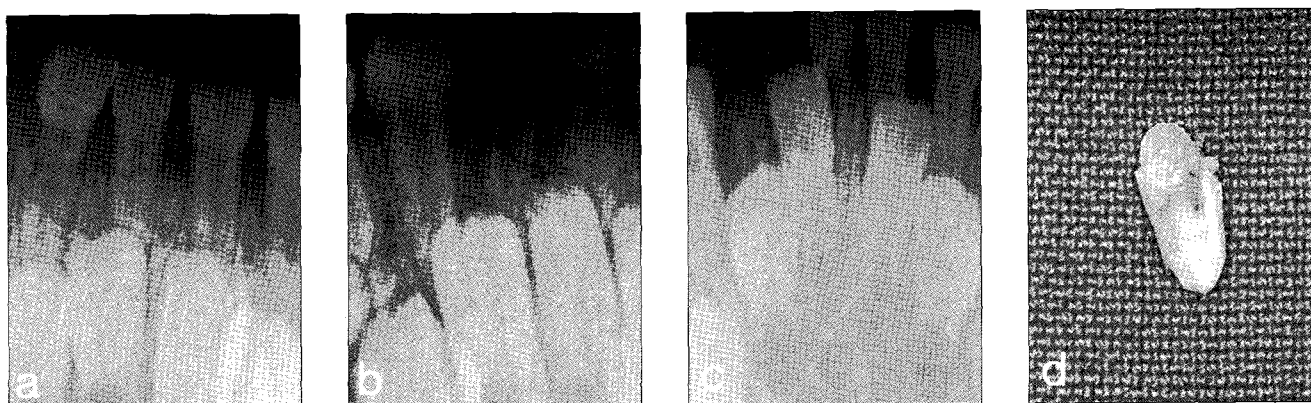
A serial radiographic findings of root-fractured mandibular primary lateral incisor, a. at first visit, b. 2 months after trauma with intentionally retained root fragment, c. 20 months after trauma with emerged fragment which was extracted (d).
